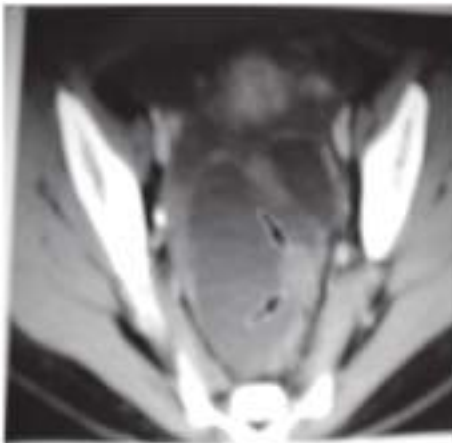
КТ с контрастированием: перитонеальный узел в пельвикальном перитонеуме (маленькие стрелки); метастазы Шницлера в параректальные лимфатические узлы.
